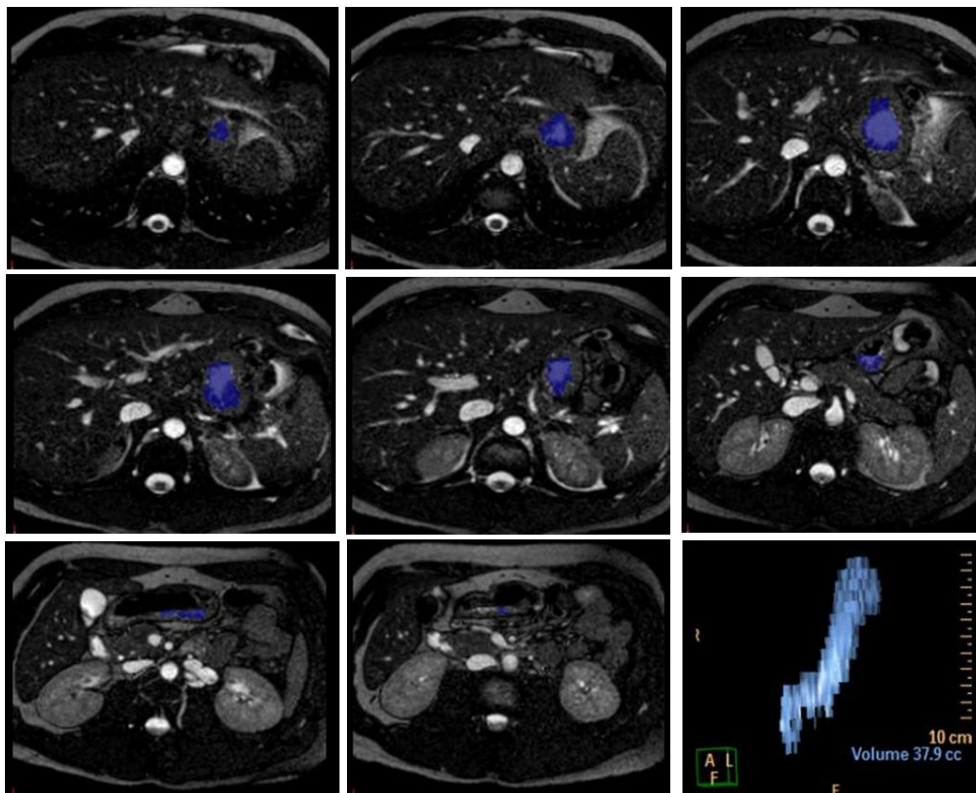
Avaliação do volume residual gástrico pela Ressonância Magnética de abdome superior.
